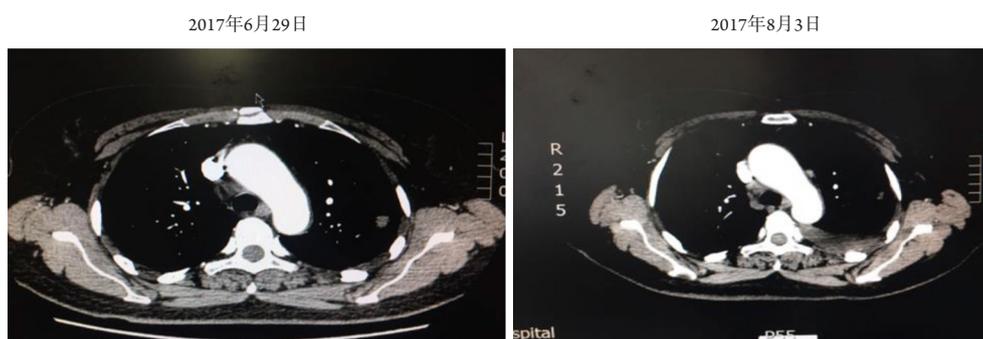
四线厄洛替尼靶向治疗1月前胸部CT所示原发病灶
